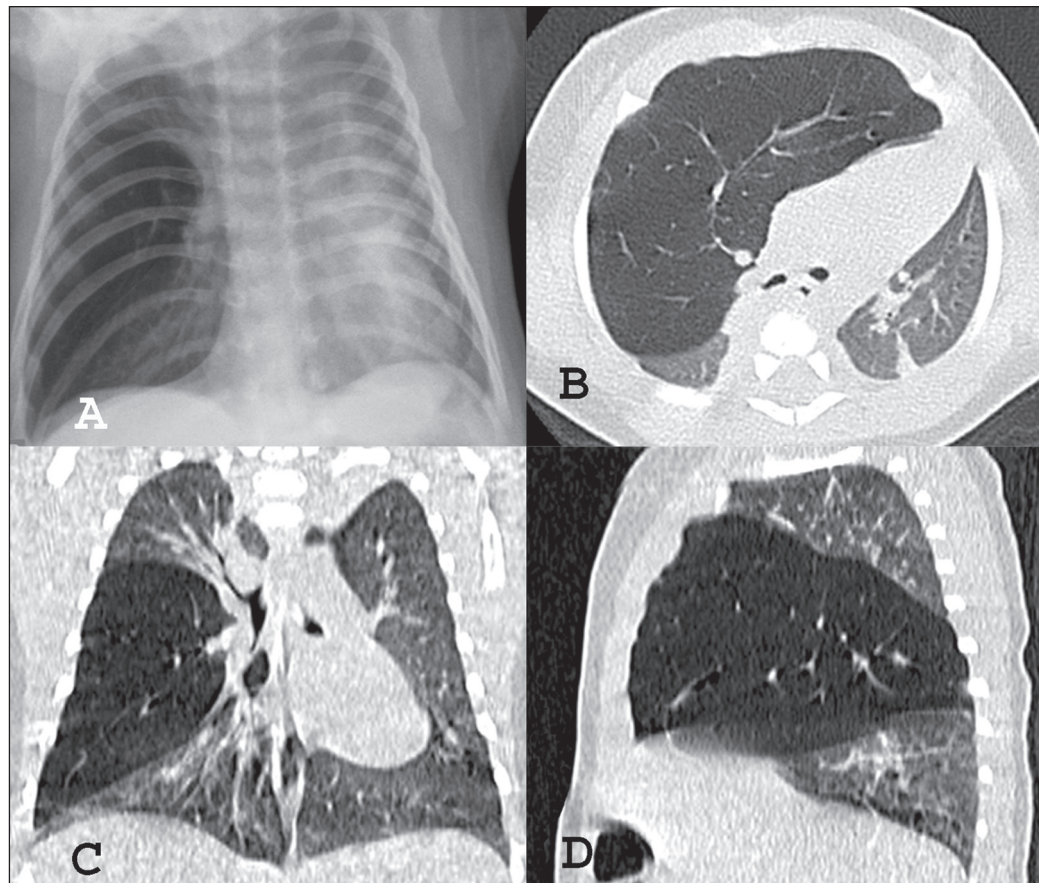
Radiografia do tórax em anteroposterior (A) demonstrando hipertransparência do hemitórax direito com desvio do mediastino para a esquerda. TC de tórax sem contraste, em cortes axial (B), coronal (C) e sagital (D), mostrando a hiperinsuflação do lobo médio e o efeito expansivo sobre as estruturas mediastinais.
